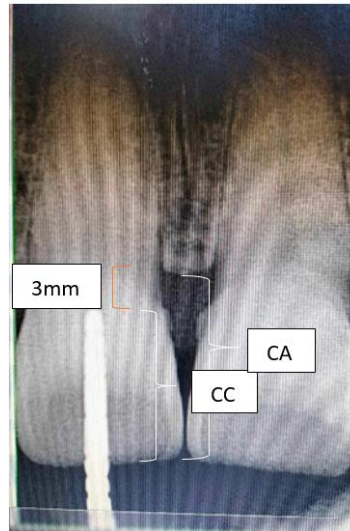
Radiographie en technique parallèle avec sonde en place met en évidence une différence de longueur entre la couronne clinique (CC) et la couronne anatomique (CA), qui est estimée à 3mm (Dr OUNNACI H., Service de parodontologie, CHU de Tizi-Ouzou).
